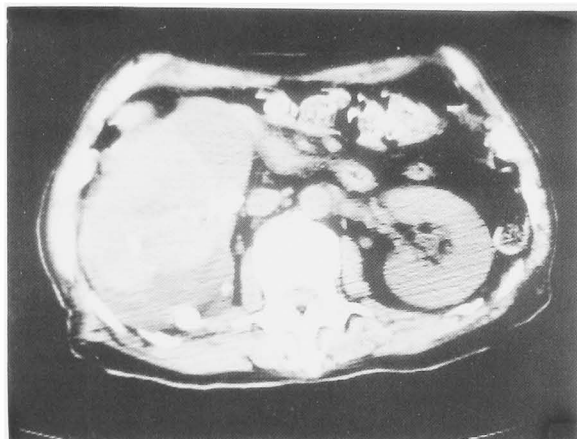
Computed tomography reveals a heterogeneous mass in the lower pole of right kidney.
